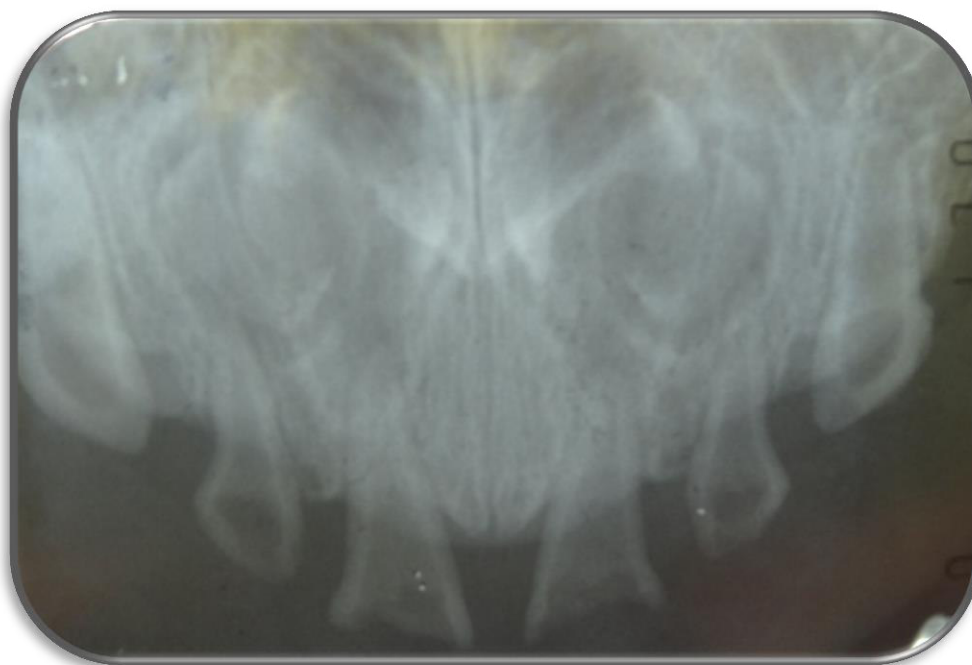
Radiografía Periapical de Pieza 53, 52, 51, 61, 62, 63.
